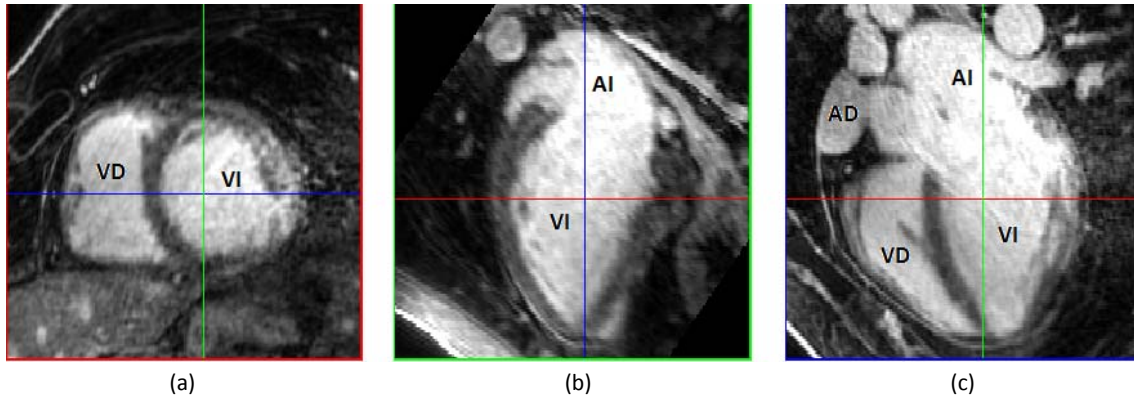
Imagen de MRI cardíaca. Vista en los tres planos cardíacos: (a) eje corto cardíaco, (b) eje largo cardíaco o plano de 2 cámaras y (c) plano de 4 cámaras. VI: ventrículo izquierdo. VD: ventrículo derecho. AI: aurícula izquierda. AD: aurícula derecha
